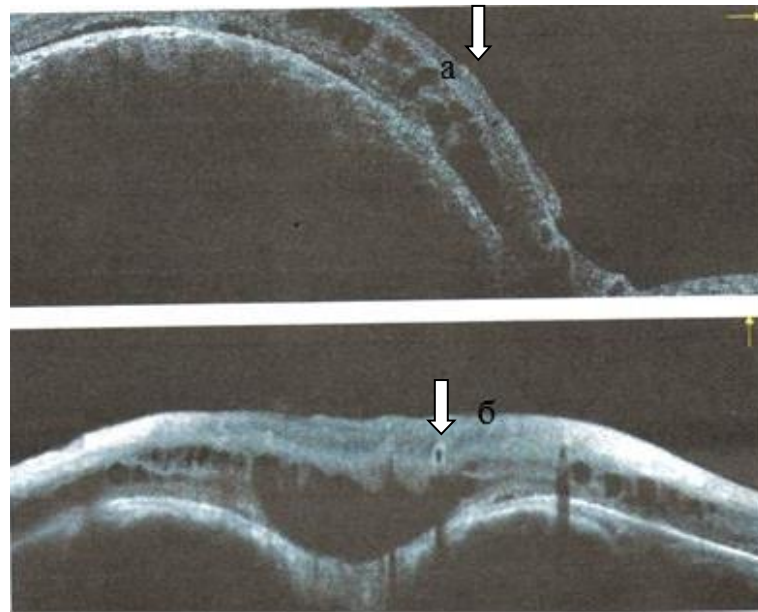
Меланома хоріоїдеї розташована парамакулярно: а) приподнятість рельєфу сітківки і субретінальна речовина (верхнє фото), б) друзи в області макули (нижнє фото) позначено стрілками.
